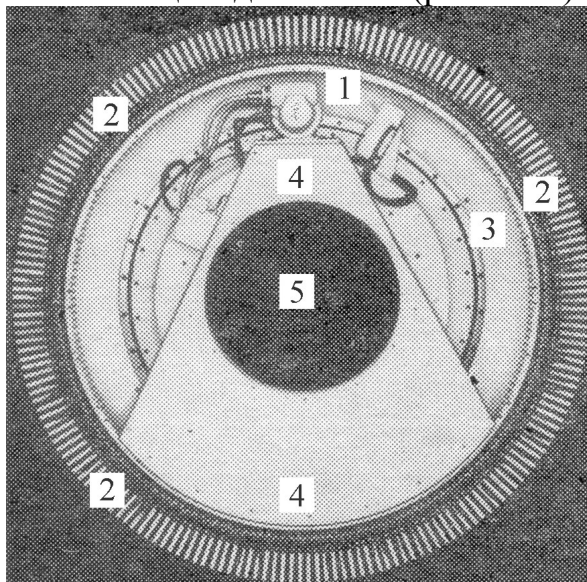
Сканирующее устройство компьютерного томографа четвертого поколения: 1 — рентгеновский излучатель; 2 - 600 неподвижных детекторов; 3 — электромеханическое устройство привода; 4 — узел первичной коллимации; 5 — диагностическая зона
